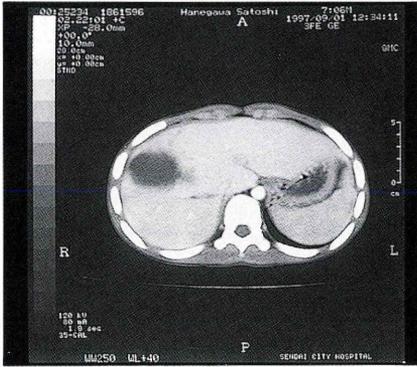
12 病日 CT 囊腫化した損傷部位。
